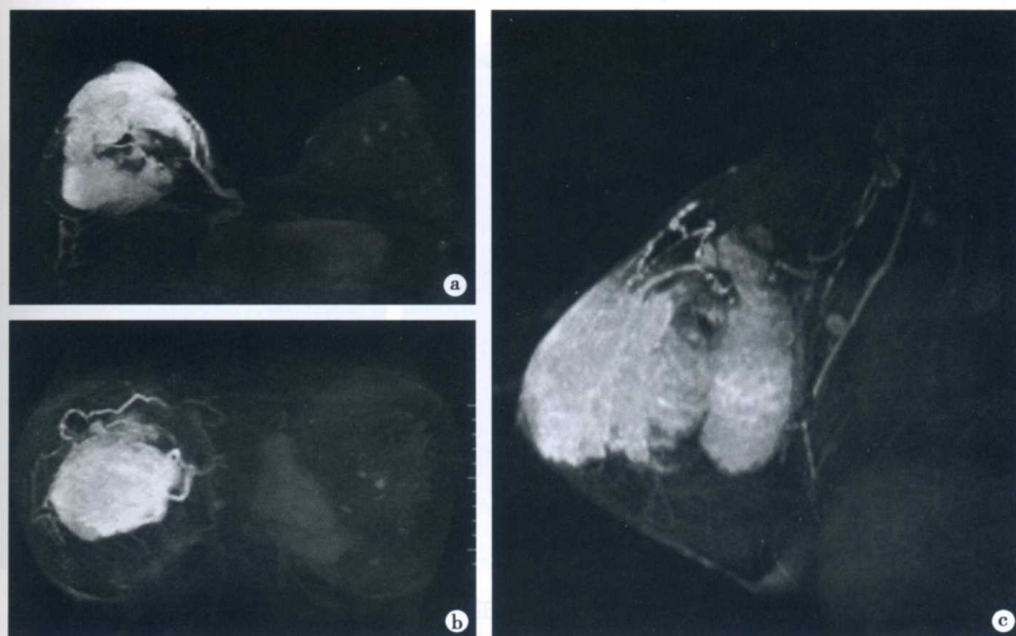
右乳腺血管内皮肉瘤 MRI 表现
